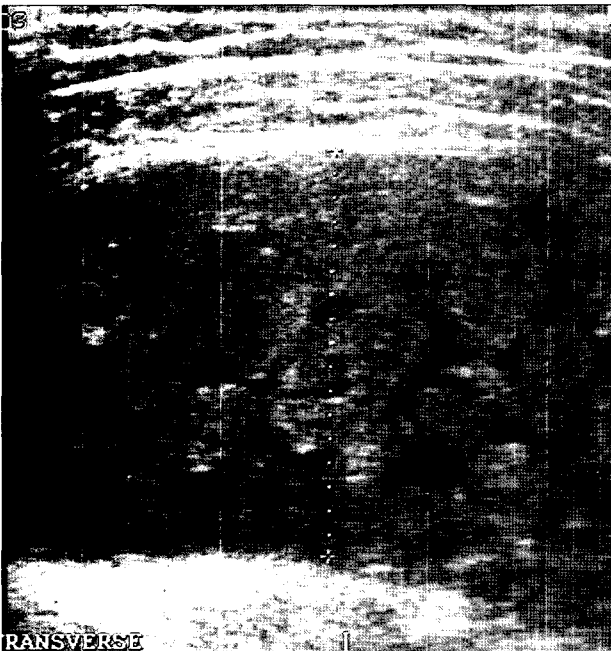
Ultrasound showed multiple hypoechoic mass with almost completely subacromial-subdeltoid bursae.
